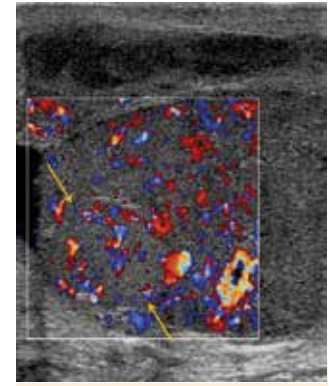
Lesion (yellow arrows) on color-coded Doppler sonography shows similar vascularization to that of the surrounding testicular tissue.
